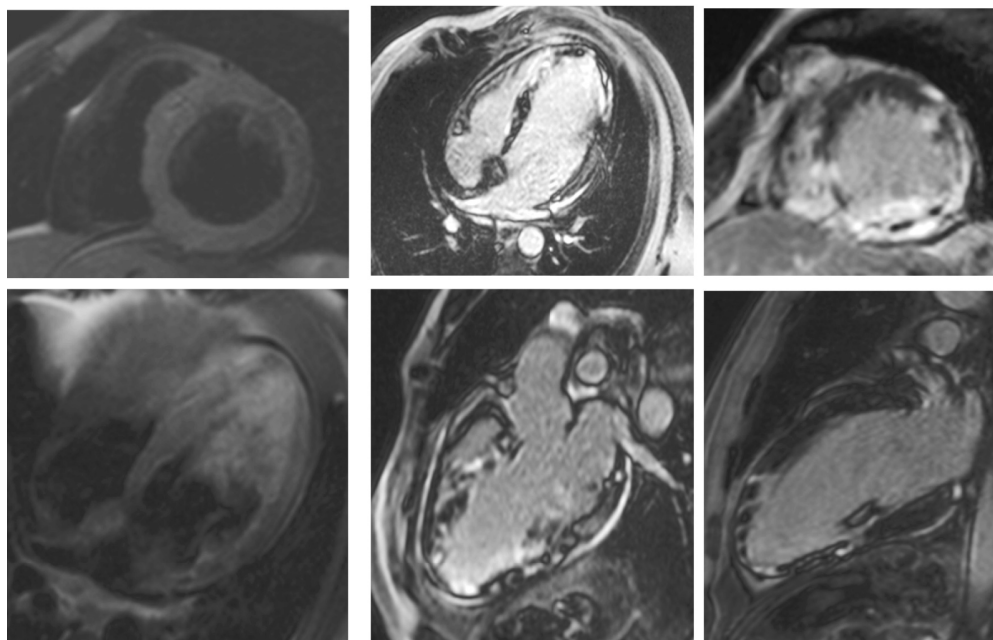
Магнитно-резонансная томография сердца с контрастированием – сочетанное поражение миокарда: диффузный миокардит с участками воспалительной инфильтрации и сегментарным некрозом и постишемический некроз в бассейне правой коронарной артерии с участками микроваскулярной обструкции (объяснение в тексте).
